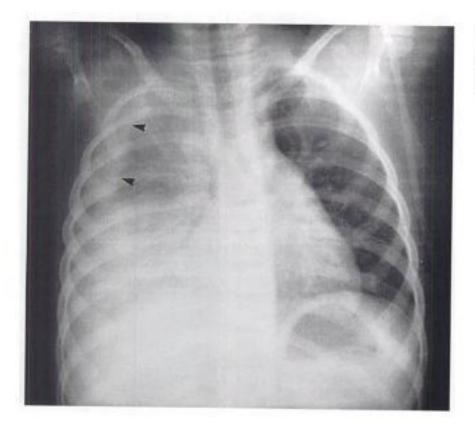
radiographie thoracique au cours d'une pneumonie à Hemophilus influenza type b révélant une condensation des lobes moyens et inférieurs droits. On note aussi une effusion pleurale (flèches).
